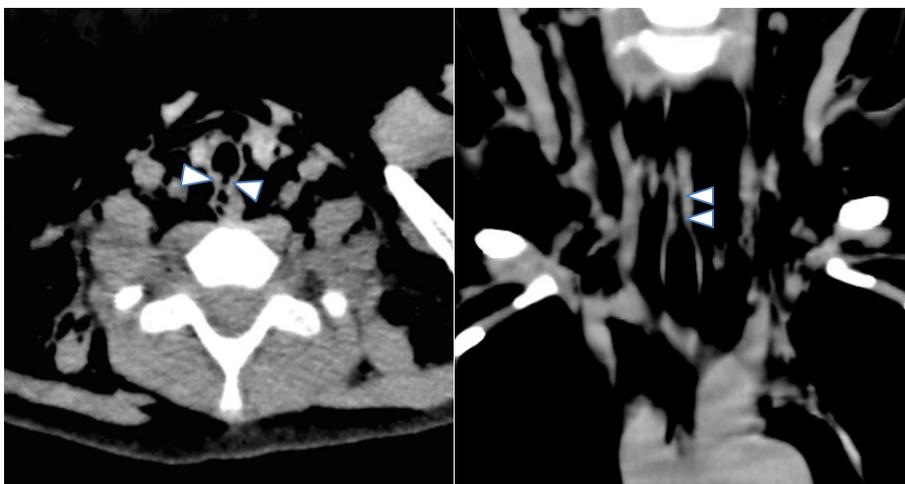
外傷性縦隔気腫と心嚢気腫合併例の CT 画像
